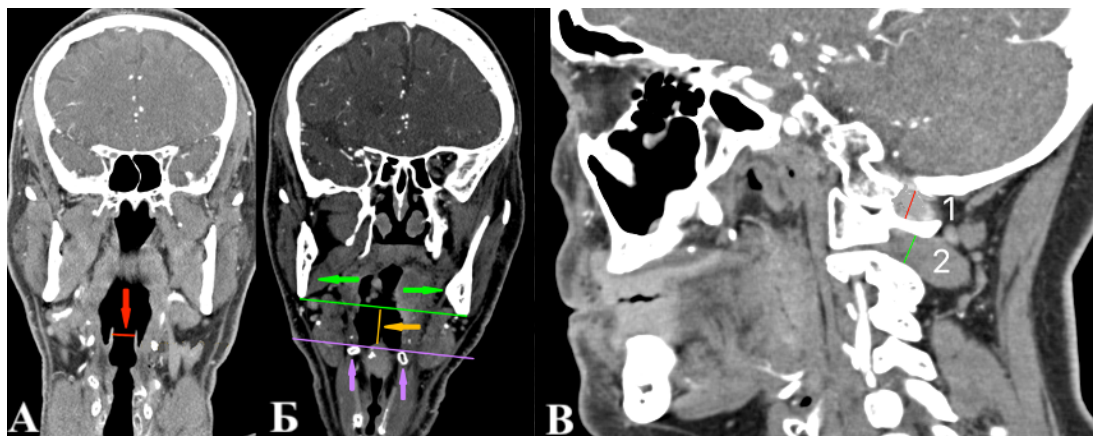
КТ головы во фронтальной проекции шейного отдела позвоночника в сагитальной проекции
